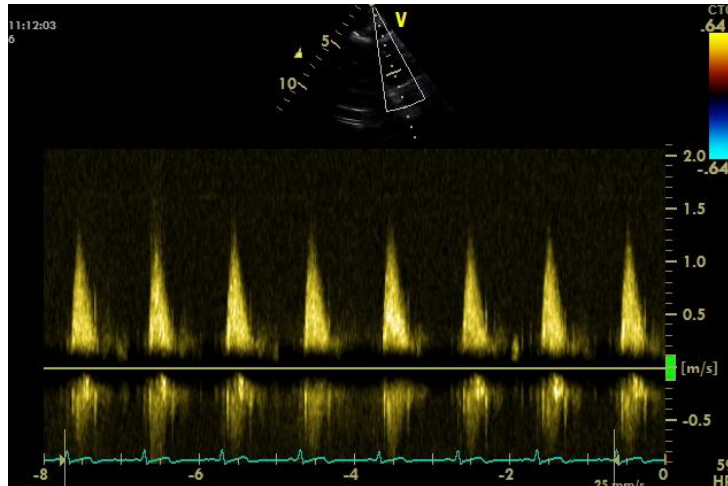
Exemples de flux doppler recueillis. Image A : flux doppler pulsé obtenu en coupe 5 cavités montrant une variabilité respiratoire du pic de vélocité du flux aortique de plus de 10%. Image B : diminution de la vitesse de défilement permettant une estimation précise de l'ITV sous aortique. Obtention du clic de fermeture de la valve aortique, critère de qualité d'obtention de l'ITV sous aortique. Image C : exemple d'un flux de doppler continu obtenu en fenêtre supra sternale.
